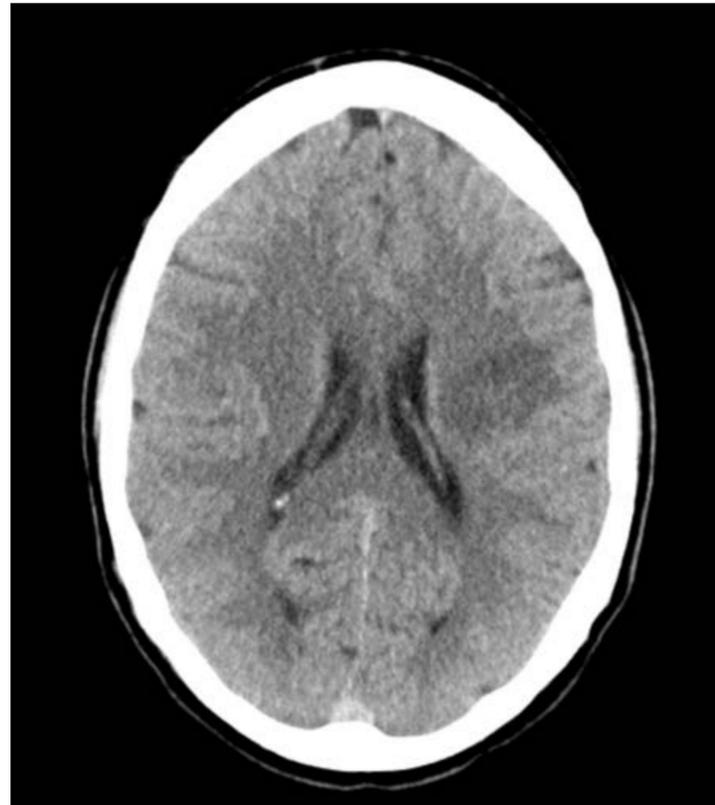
TC cerebral sin contraste. Se observa disminución de tamaño del absceso, que se ha contraído (flecha amarilla). También se observa disminución del edema perilesional y menor efecto expansivo.
